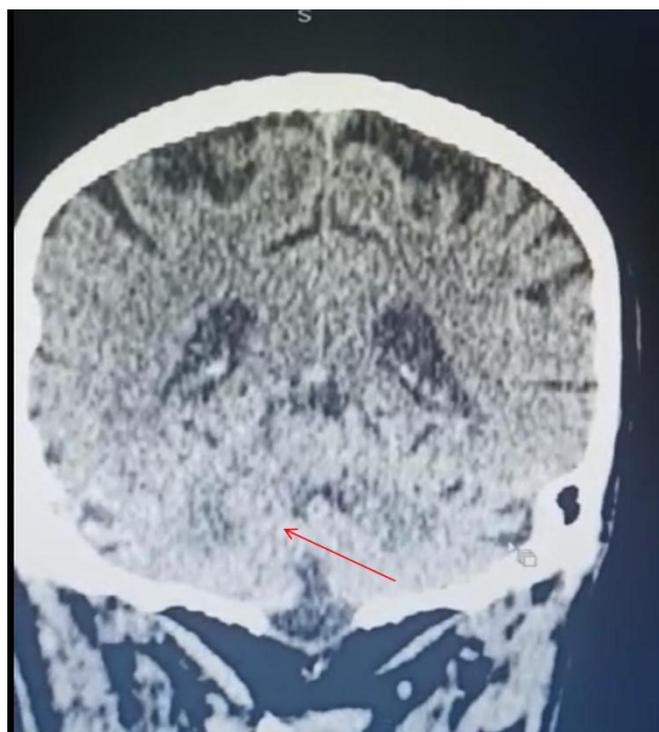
КТ головного мозга
